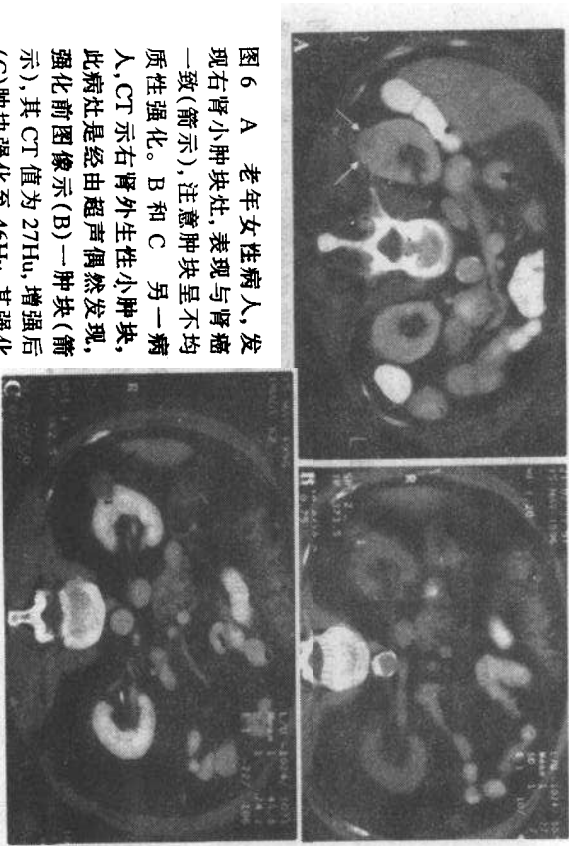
A 老年女性病人,发现右肾小肿块灶,表现与肾癌一致(箭头),注意肿块呈不均匀性强化。B和C 另一病人,CT示右肾外生性小肿块,此病灶是由超声偶然发现,强化前图像示(B)一肿块(箭头),其CT值为27Hu,增强后(C)肿块强化至46Hu,其强化特点与肾癌一致
